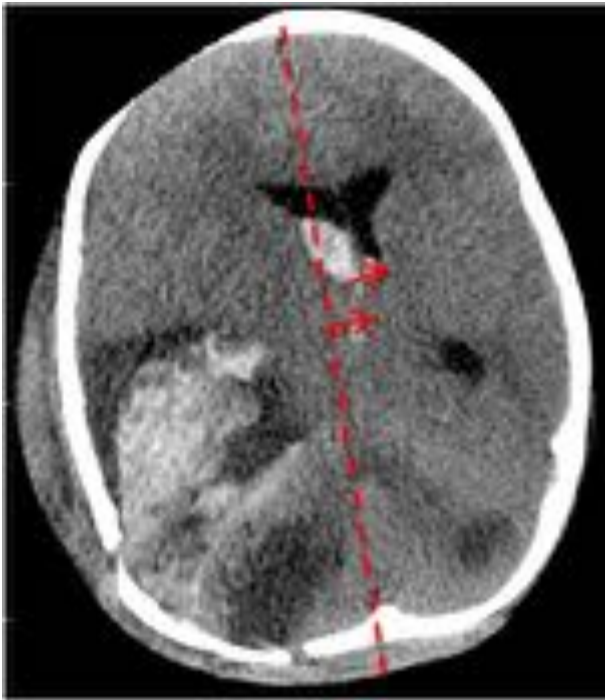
TC sin contraste prequirúrgico: paciente de 16 meses con TCE grave. Herniación subfalcina contralateral a las lesiones.
